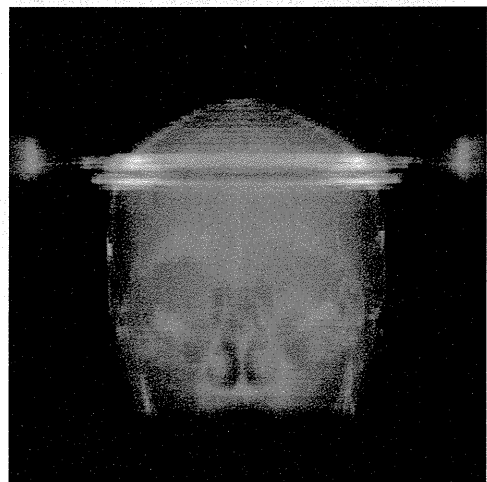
3CT 画像から DRR 画像を作成した一例
